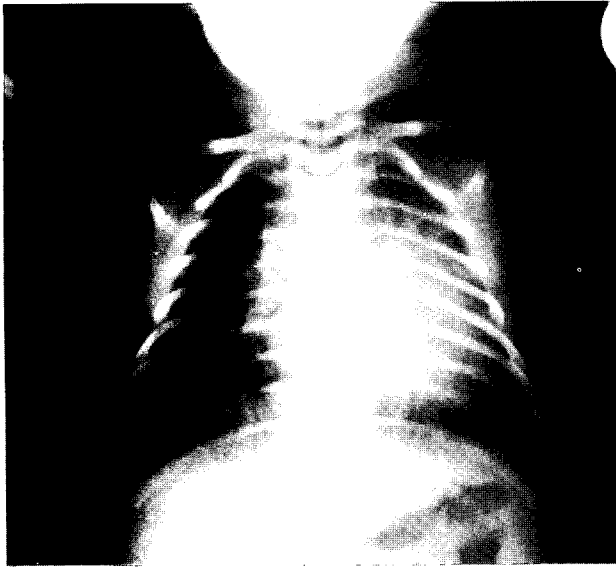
Preoperative chest X-ray shows cardiomegaly and increased pulmonary vascular markings.
